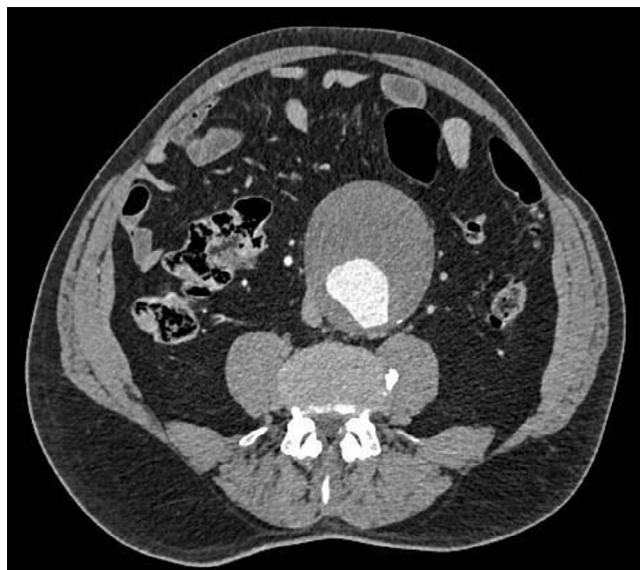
TAC con contraste: corte axial infrarrenal. Aneurisma de aorta abdominal yuxtarenal de 7,3 cm de diámetro anteroposterior y un trombo mural excéntrico anterior de 3,6 cm.
